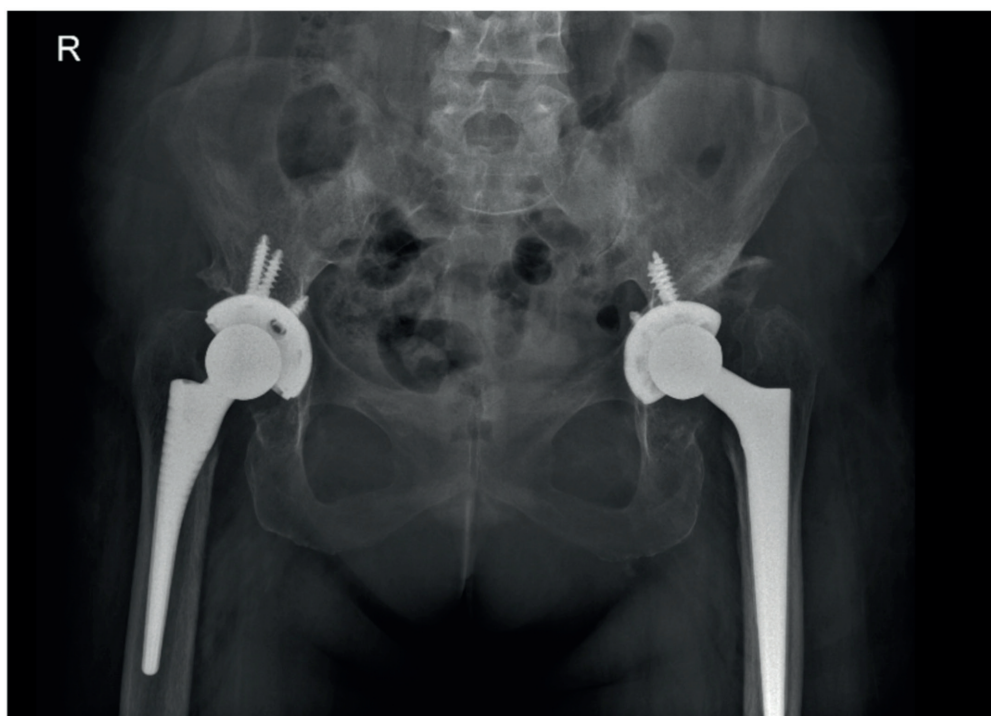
Radiografía AP pelvis posterior a la artroplastia bilateral simultánea.
